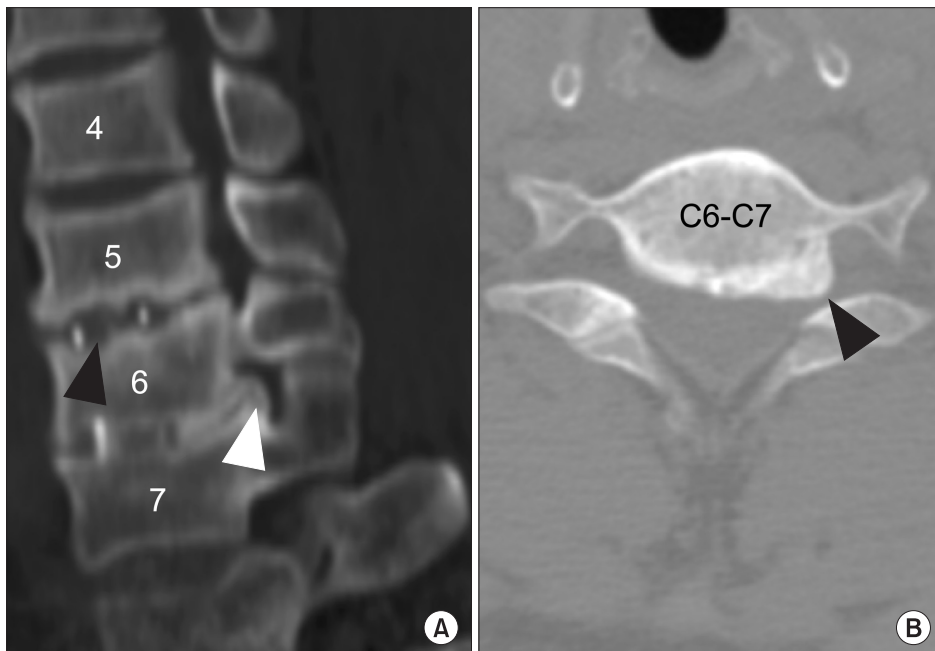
Computed tomography scan images are shown. (A) A left foraminoblique image shows nonunion at C5-6 (black arrowhead) and large foraminol spurs at C6-7 (white arrowhead). (B) An axial image shows a large foraminol spur from the left uncinate process of C7 (black arrowhead).
